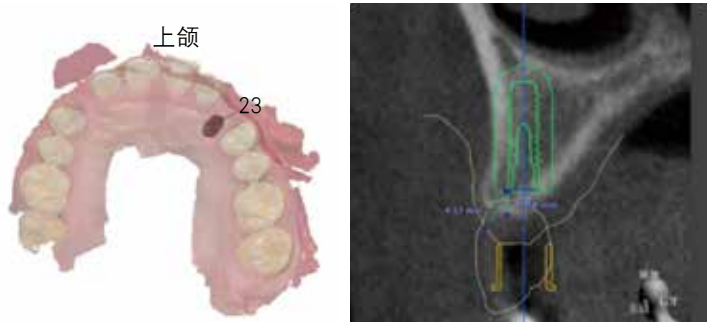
匹配CBCT数据及口内扫描数据，进行种植全程导板的设计
